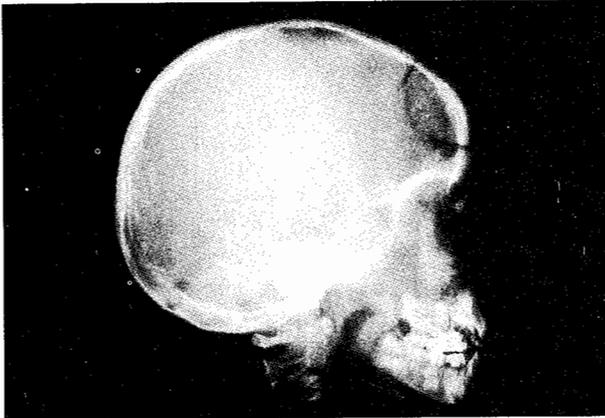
Radiografía simple, lateral de cráneo y cara que muestra una tumoración en la región centrofacial con imagen en vidrio despulido, extensión a fosa craneal media. Se observan dos cortes quirúrgicos sobre el hueso frontal.
